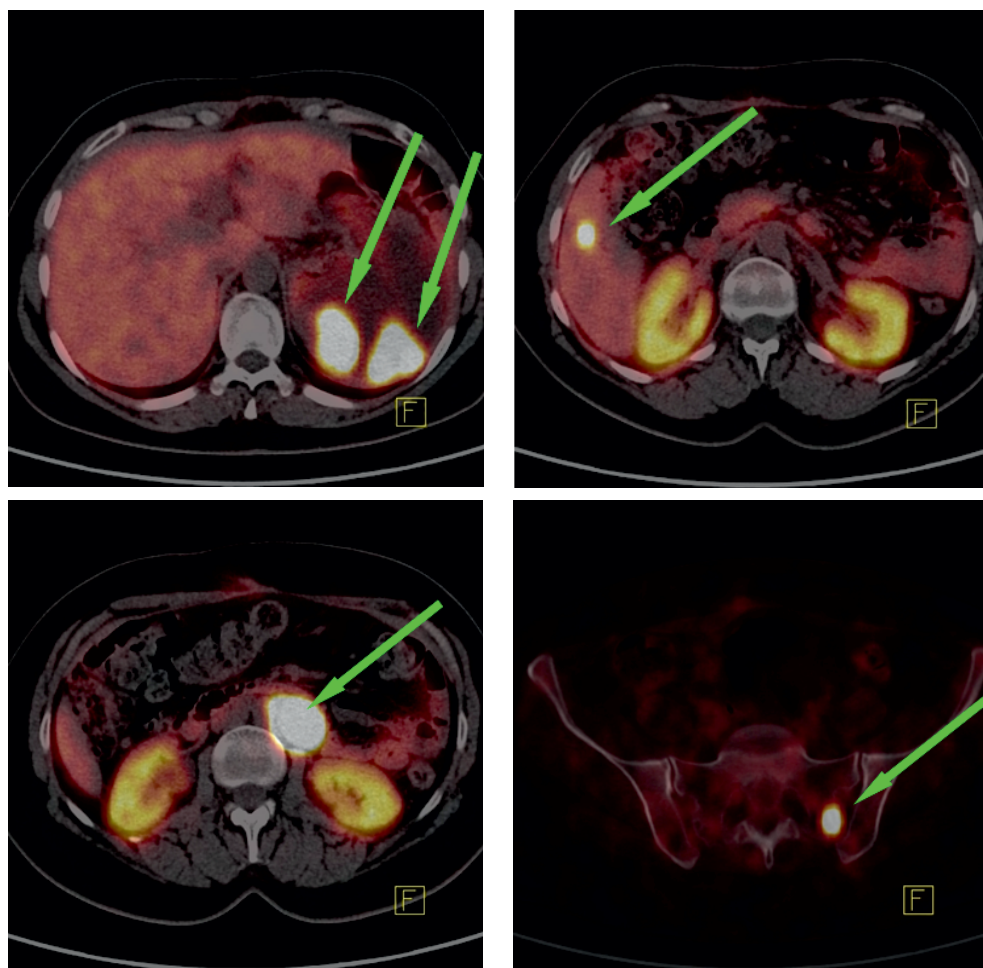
^{68}Ga -DOTA-TATE PET/CT: liczne zmiany o zwiększonej ekspresji receptorowej w żołądku (A), wątrobie (B), trzustce (C), węzłach chłonnych okołoaortalnych (D) i w kości krzyżowej (E)
